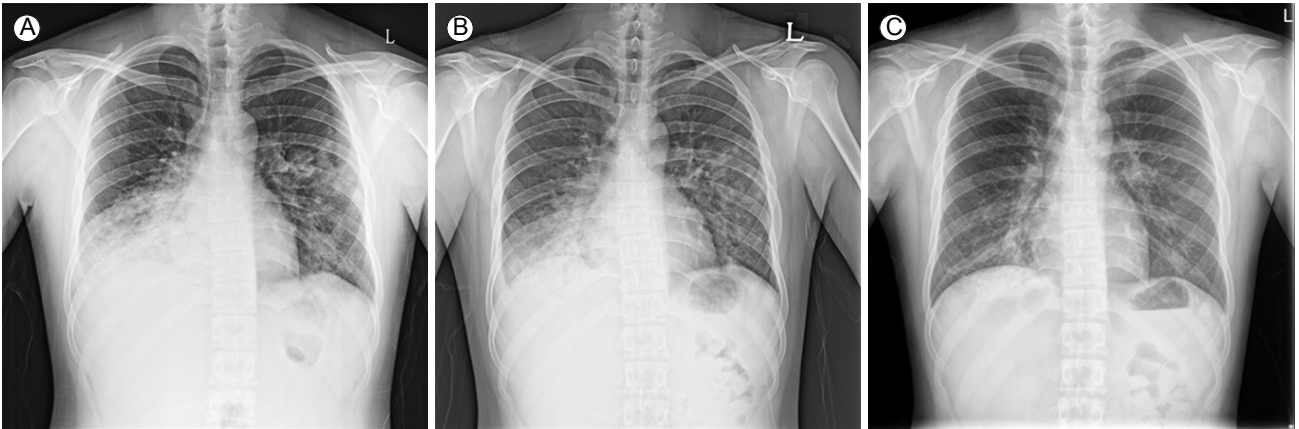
(A) Chest X-ray upon admission, (B) day 2, and (C) day 6. Pneumonia can be visualized in the right lower lung lobe, gradually improving over time.
